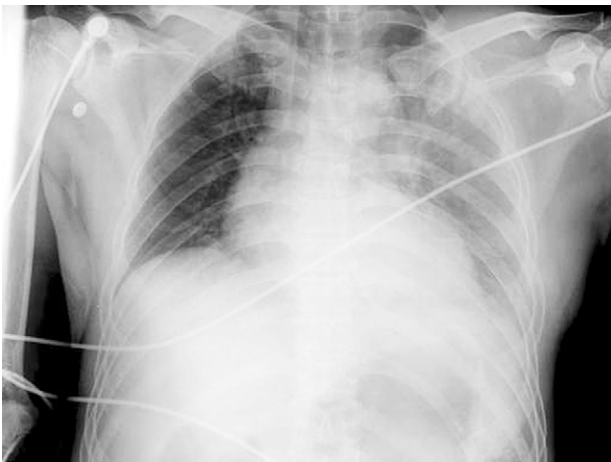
Chest X-ray shows multiple rib fractures with lung contusion and hemothorax (left).
